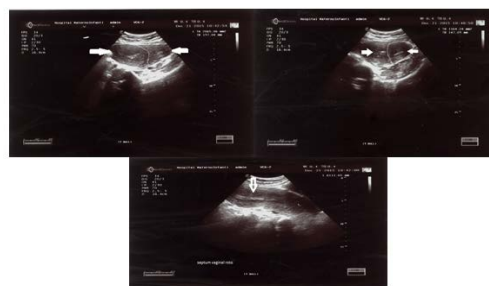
USG pélvico con hallazgos de útero didelfo.
